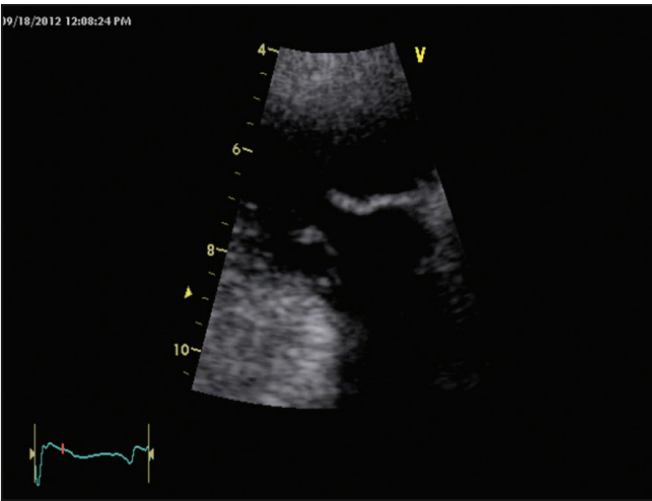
Ecocardiograma transtorácico 2D: acercamiento en vista modificada para esternal izquierda que demuestra el engrosamiento y la rigidez de las valvas tricuspídeas con falta de coaptación de las mismas durante la sístole.
